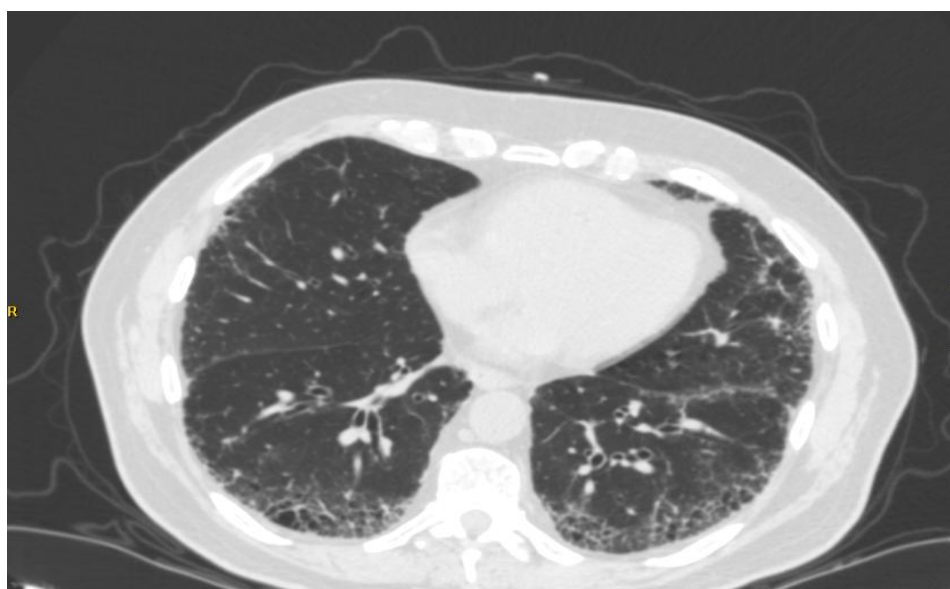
Imagen TC de FPI, con áreas de panalización
